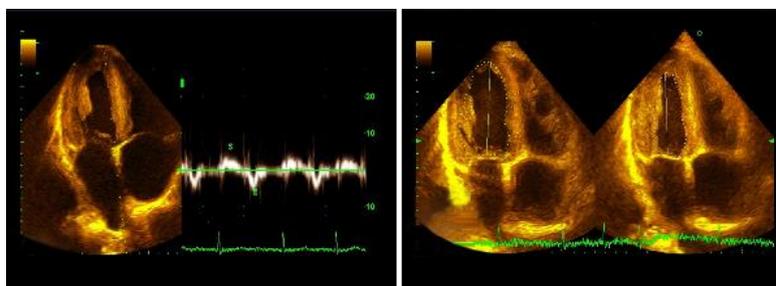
Ecocardiograma del paciente donde se aprecia la medición del ventrículo izquierdo con hipertrofia concéntrica y engrosamiento de la pared posterior.
